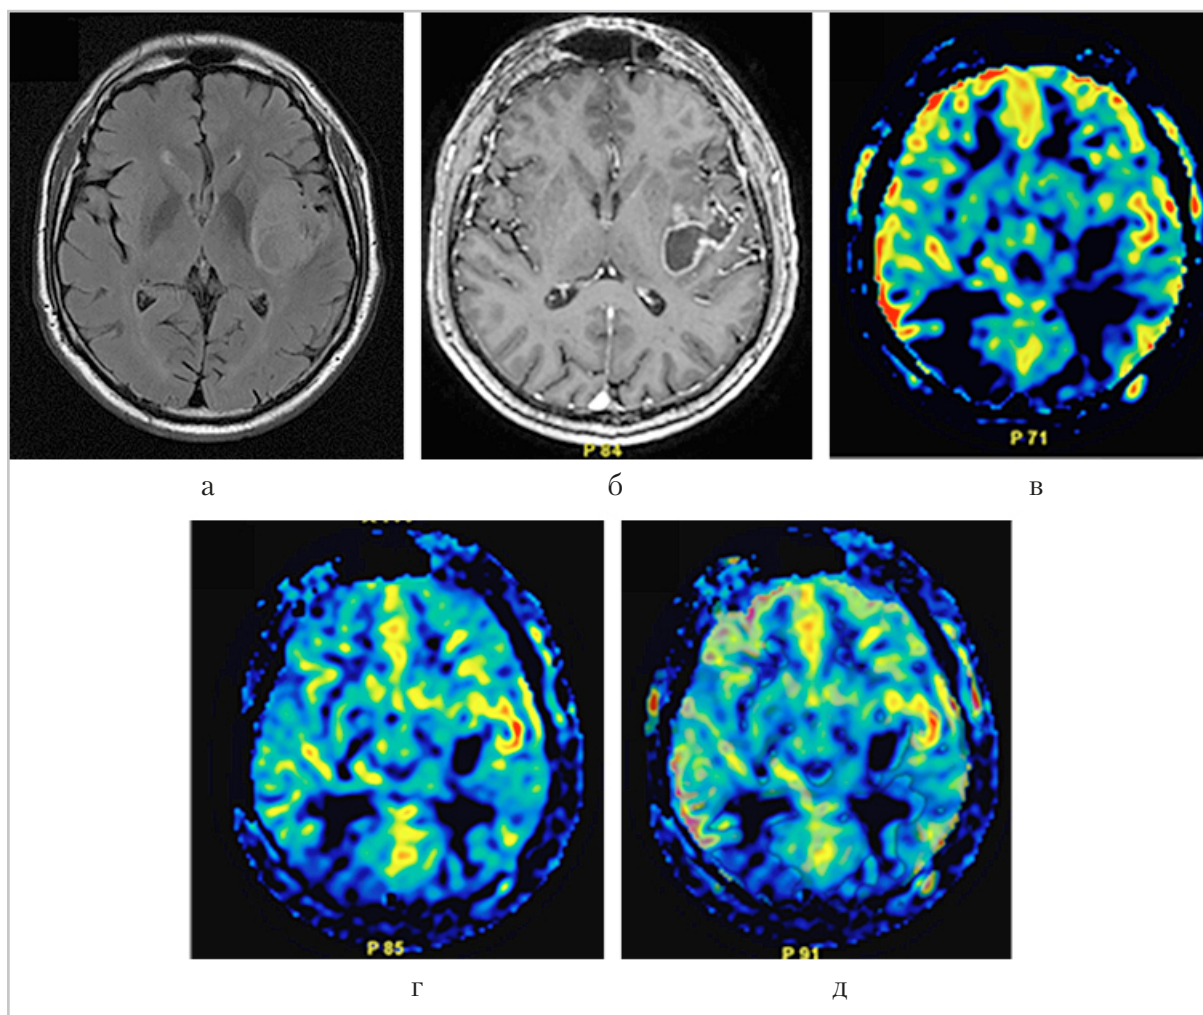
МР-томограммы пациента с глиобластомой (Grade IV) левой височно-островковой области. МР-изображения в режимах T2-FLAIR (а), T1 после контрастирования (б), перфузионные карты (CBF), полученные с помощью pCASL на 1,5 Тл томографе (в) и на 3,0 Тл томографе (г), изображение, полученное при совмещении перфузионных карт, необходимое для получения значений CBF в одной и той же анатомической области (д)
